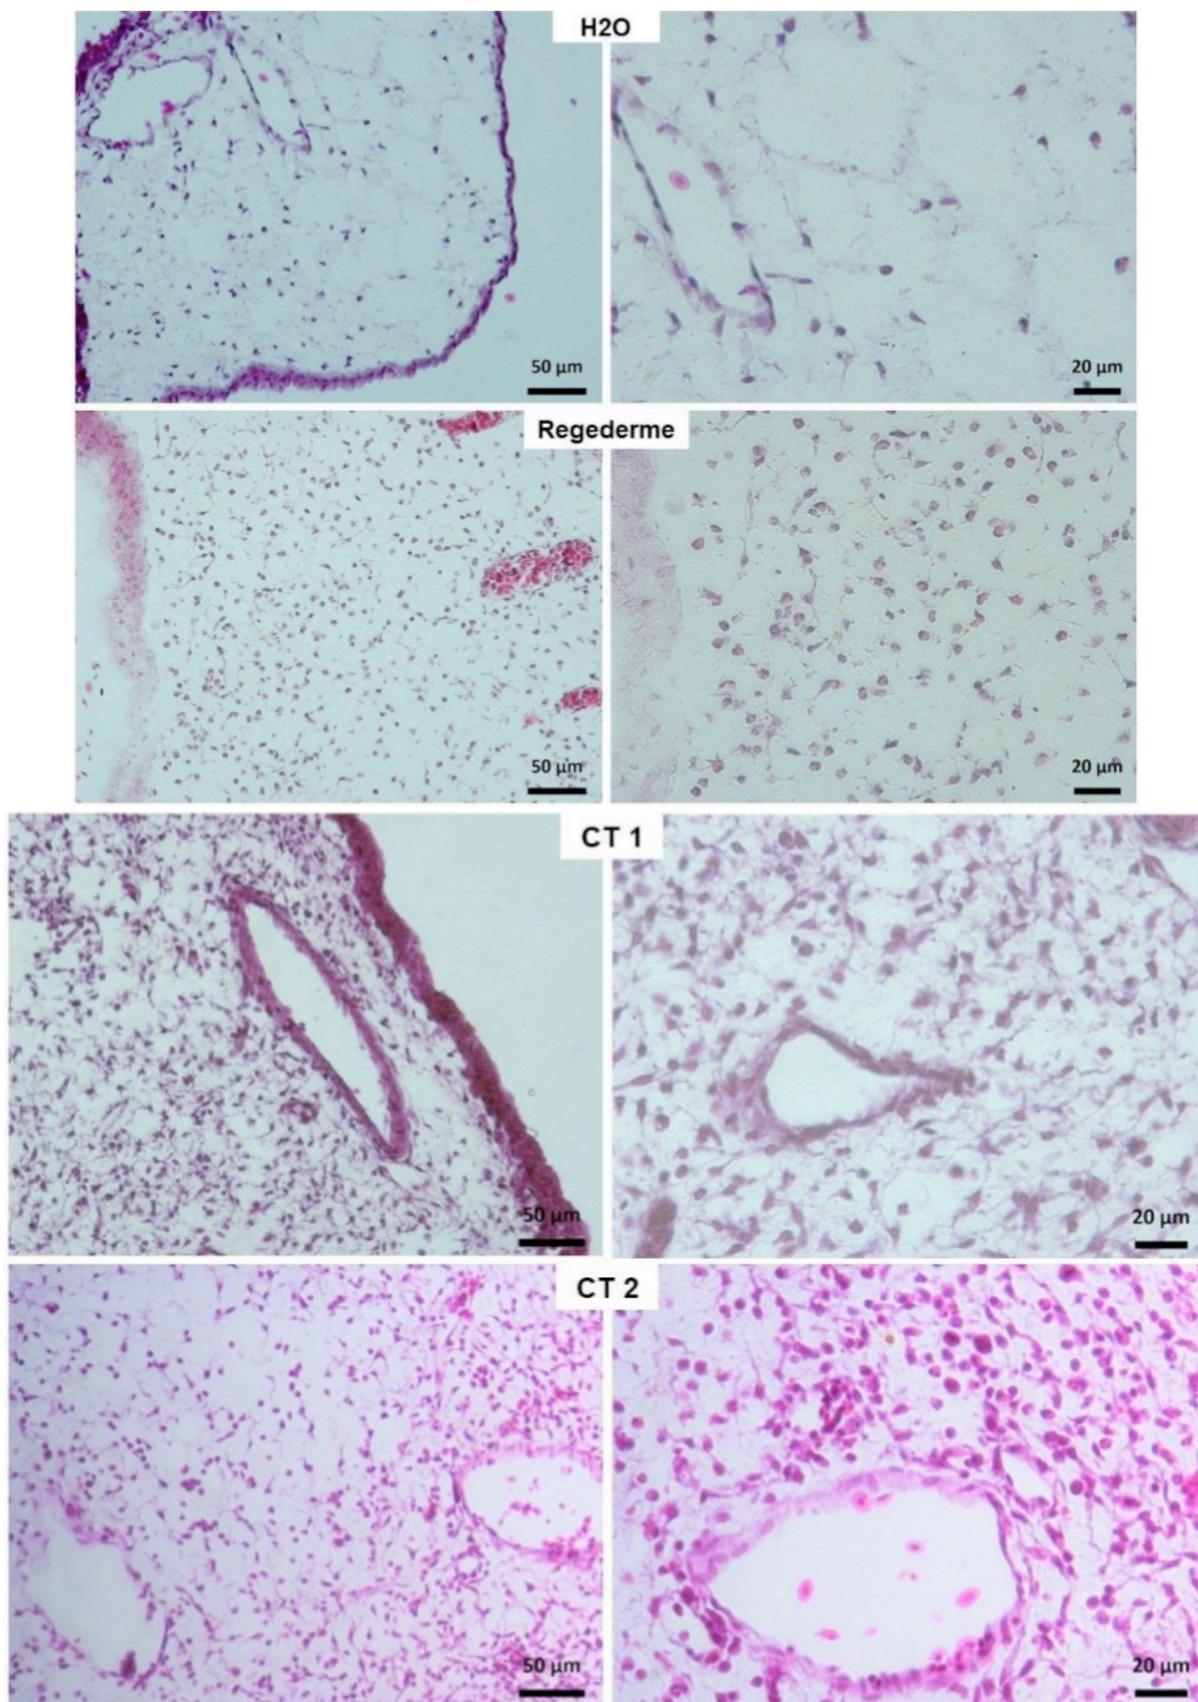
Fotografias de membranas corioalantóides (MCAs) coradas com hematoxilina-eosina (HE) obtidas de diferentes tratamentos: água (H₂O), regederme® e células tumorais de Ehrlich nas concentrações de 6×10^5 (CT 1) e 12×10^5 (CT 2). Cinco MCA de cada grupo foram coradas com HE e usadas para as análises histológicas. As imagens foram obtidas utilizando um aumento de 20X (à esquerda) e de 40X (à direita).
